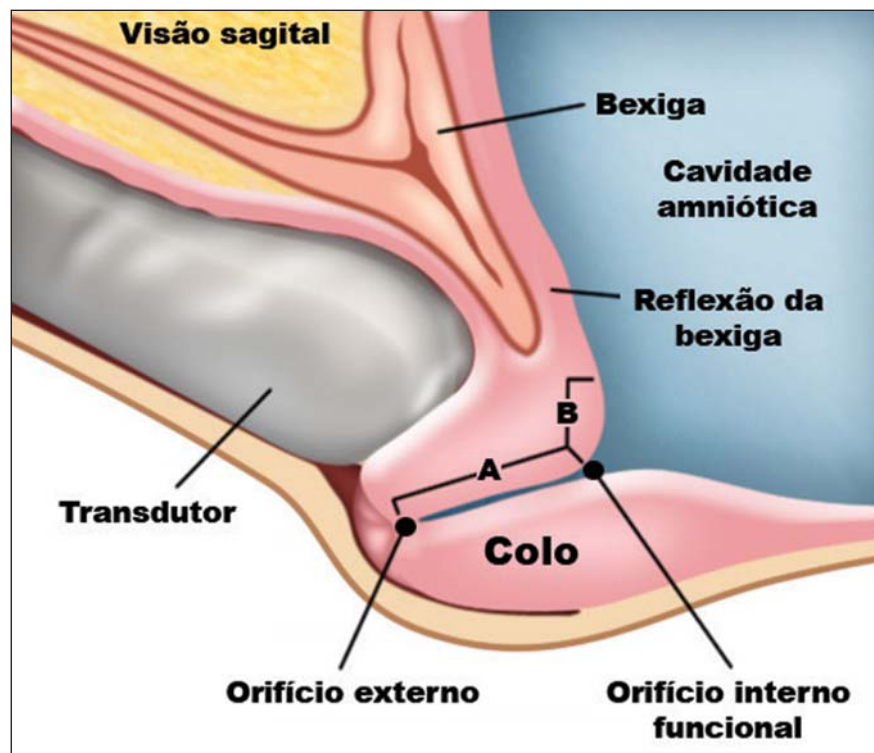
Mensuração do colo uterino utilizando a ultrassonografia transvaginal.
